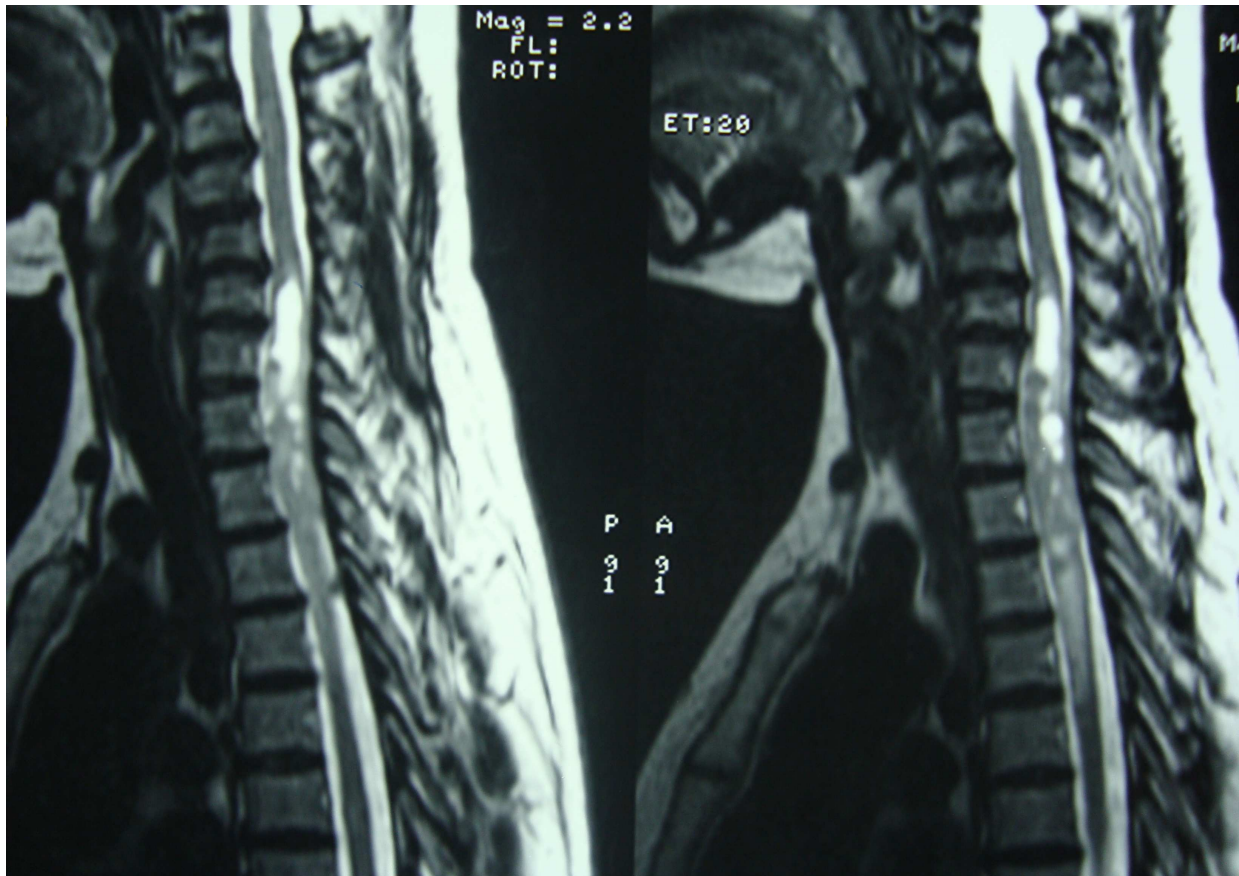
IRM en coupe sagittale en séquence T2 :
